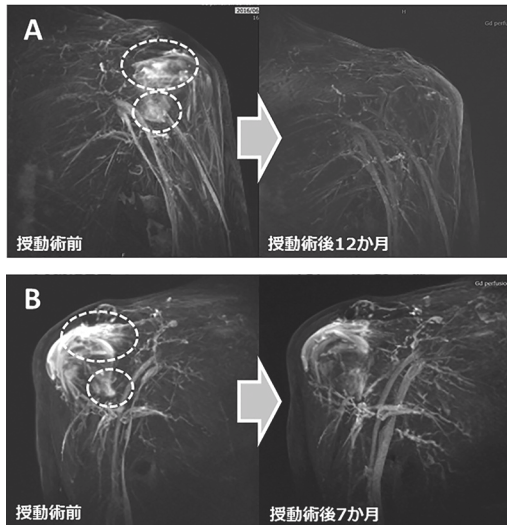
症例提示(授動術前後のダイナミックMRI)
